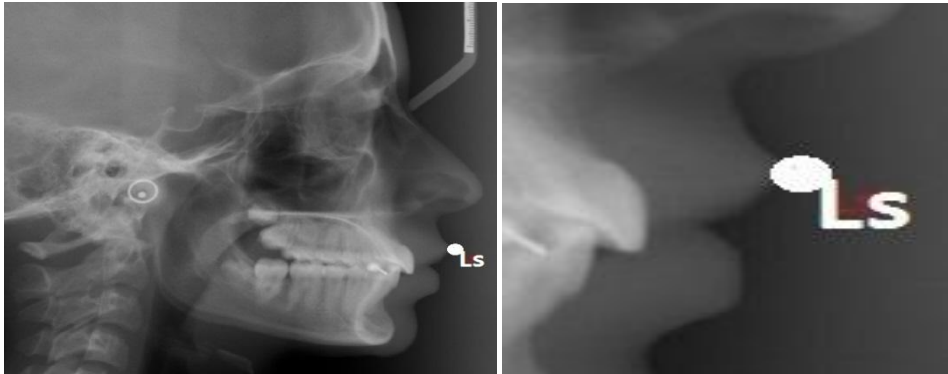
Labiale superior - aspect radiografic
